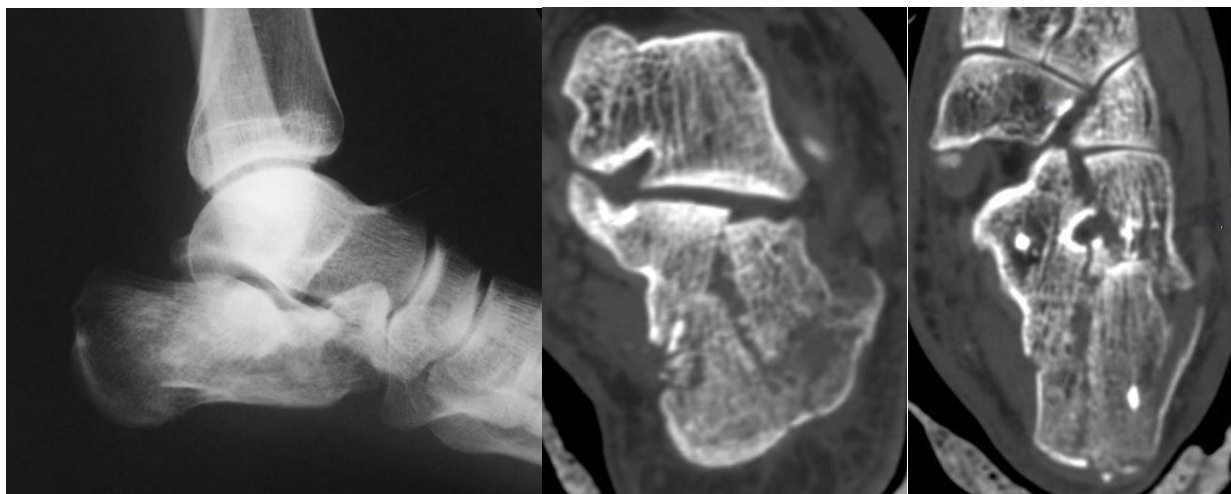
Рентгенологическая и КТ-картина перелома пяточной кости у пациента М. в коронарной и горизонтальной реформациях
